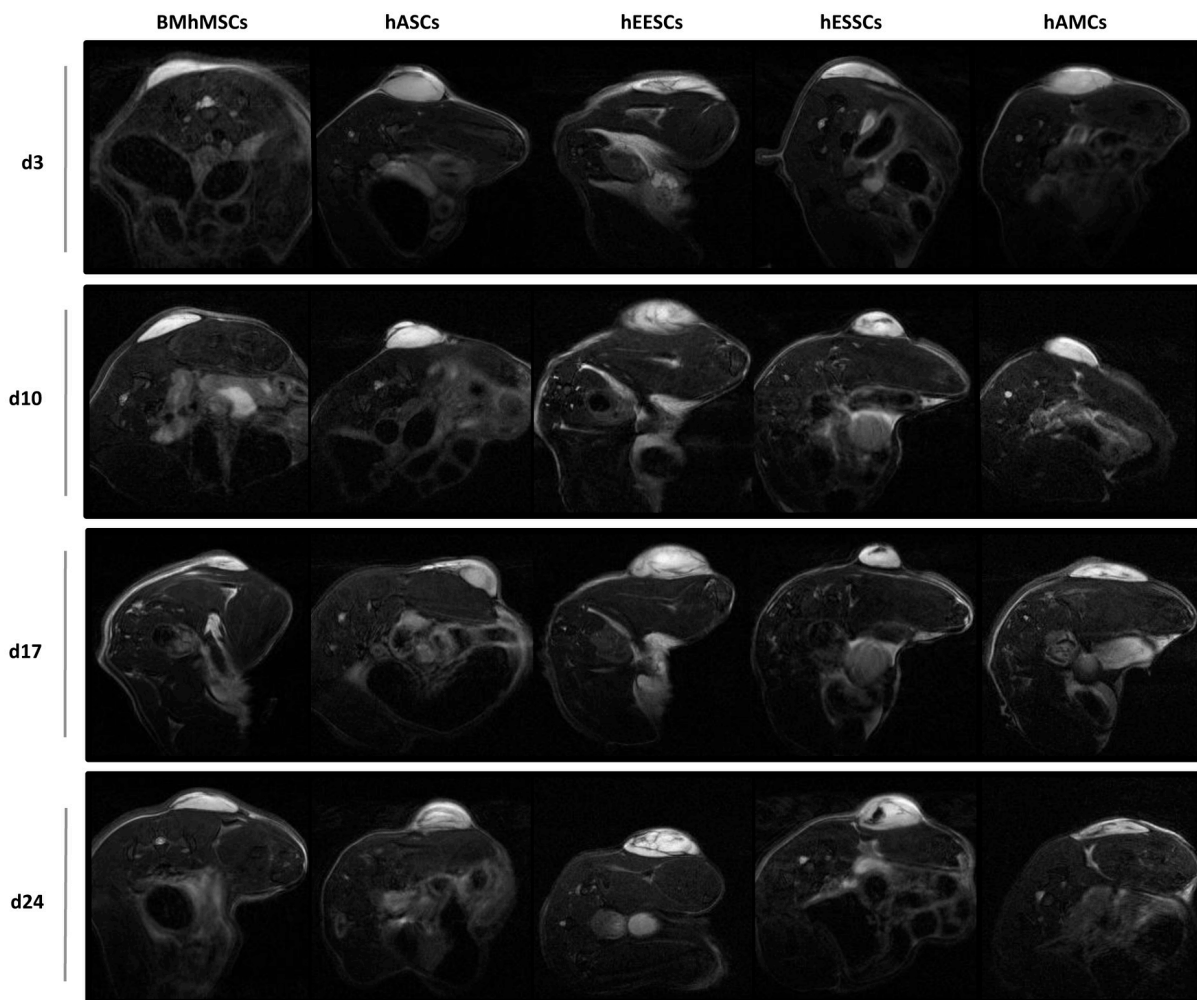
Visualización mediante MRI de la presencia de nanopartículas SPIO en los tumores de los animales que recibieron una inyección intravenosa de cada una de las líneas de hMSCs-SPIO. Las imágenes corresponden a las adquisiciones realizadas a día 3, 10, 17 y 24 en los animales del grupo ensayo tras la inyección intravenosa de hMSCs-SPIO. Los tumores se localizan en el lado izquierdo de las imágenes transversales de los animales. Los mismos animales son representados a lo largo del ensayo. Los tumores fueron observados como zonas claras o brillantes. El reclutamiento de las hMSCs-SPIO en los tumores de cada grupo ensayo resultó en un descenso de la intensidad de señal (SI) originando zonas oscuras.
